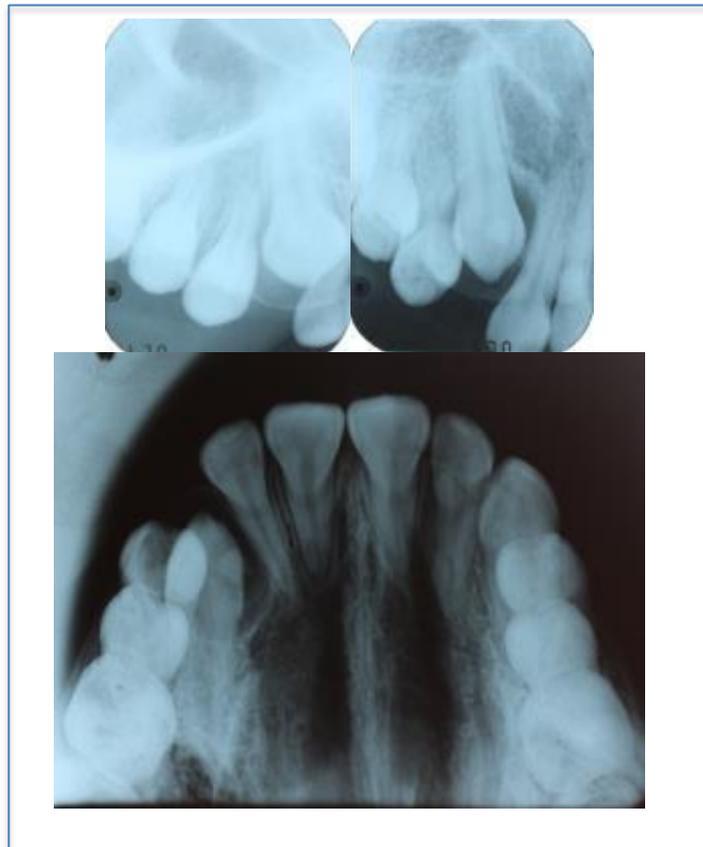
Radiografías periapicales y oclusal, para el procedimiento de cirugía.
